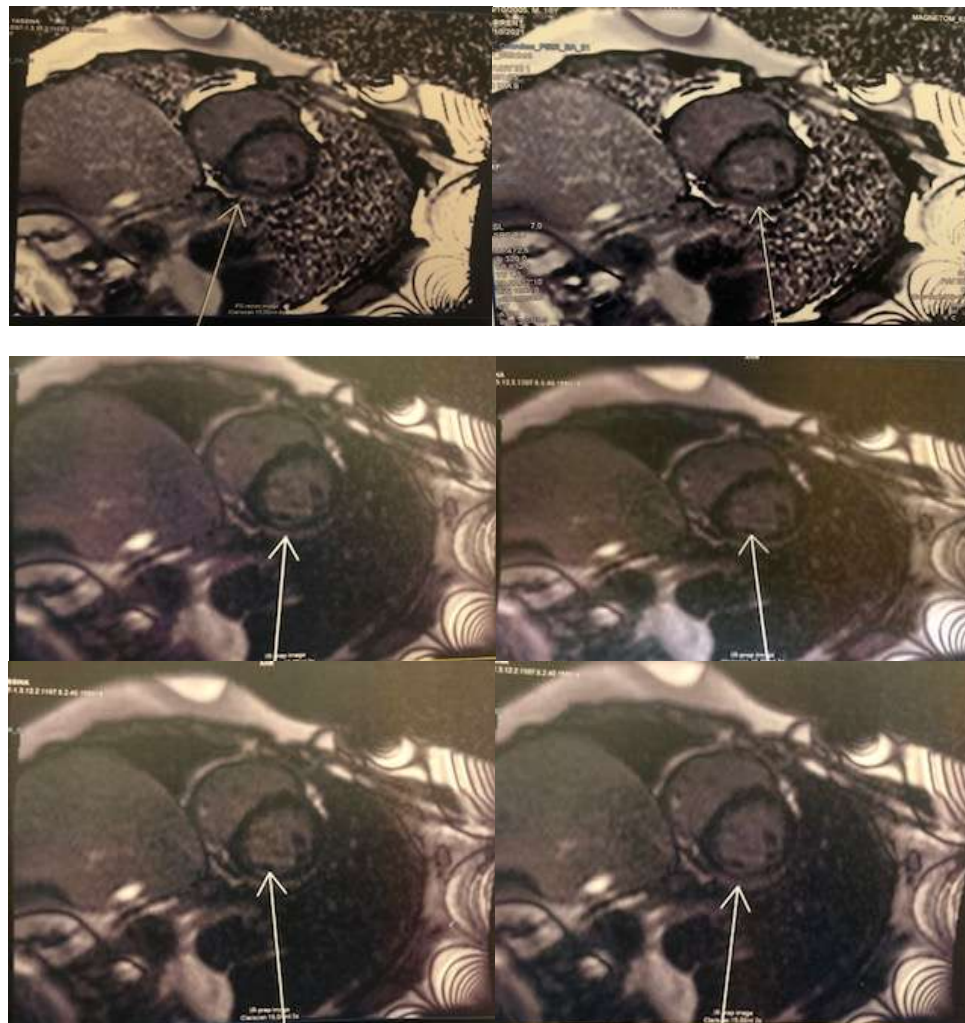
Images d'IRM cardiaque de notre malade.
